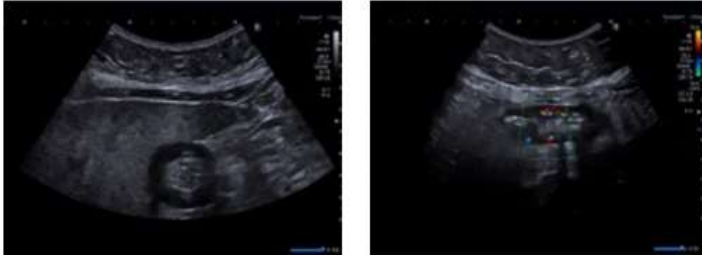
Ecografía abdominal de control. Hallazgos en ecografía simple y doppler color: Engrosamiento de colon derecho con pared de hasta 9 mm (foto izquierda) e hiperemia muy leve (foto derecha), sin líquido libre.
